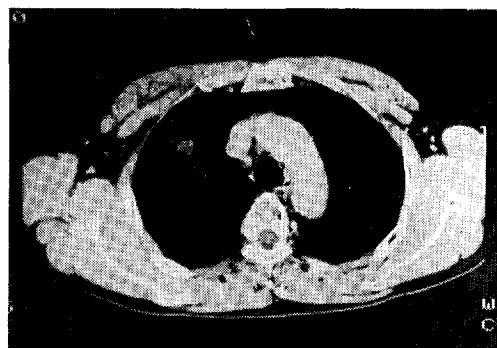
Chest CT scanning revealed 2×1.5cm sized circumscribed mass with peripheral calcifications in right upper lung.
